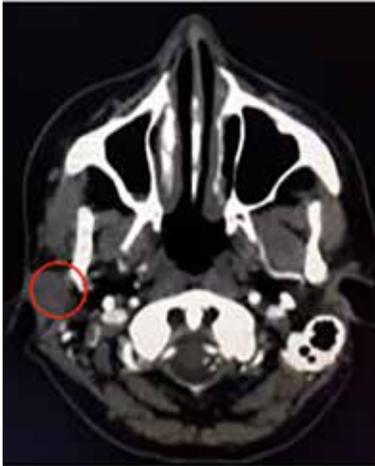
Tomografía de cuello, corte axial. Tumoración en región parotídea derecha.
